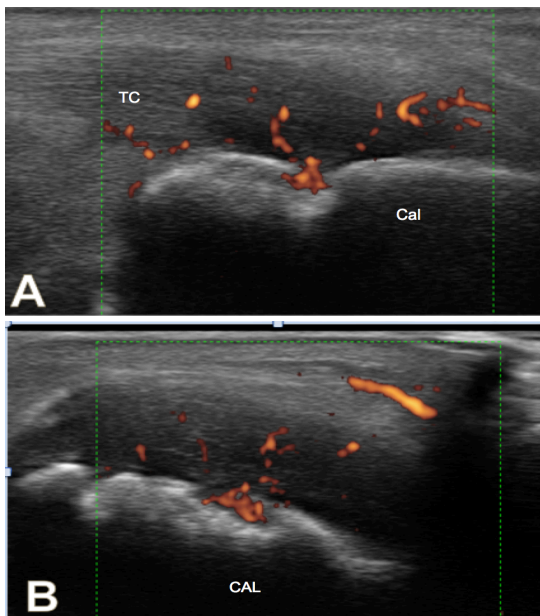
L'enthèse achilléenne : (A) Coupe longitudinale en mode Doppler objectivant un épaissement hypoéchogène, une érosion grade 2 ainsi qu'un signal Doppler grade 2. (B) Coupe transversale en mode Doppler confirmant l'érosion et le signal Doppler.
